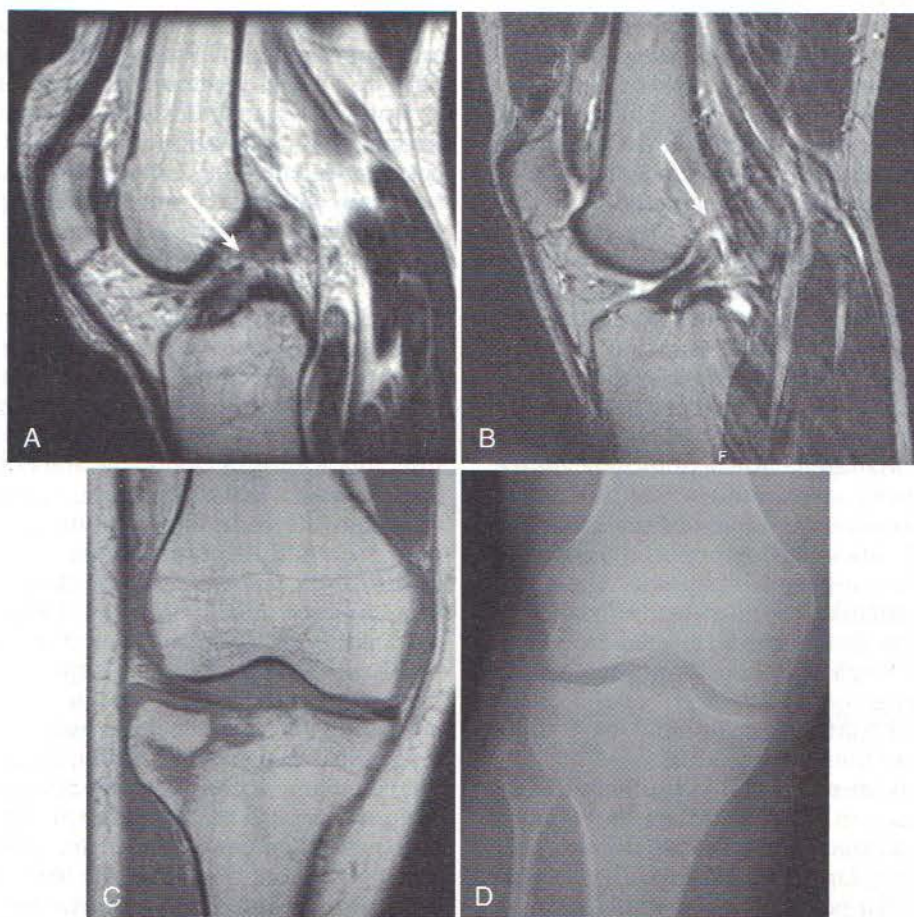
Exemple de rupturi ale ligamentului încrucișat anterior (LIA) și de leziuni asociate. A, IRM sagitală ponderată T1 indicând o ruptură de mediosubstanță a LIA (săgeată). B, IRM sagitală ponderată T1 indicând o ruptură de LIA de la partea proximală a atașării la femur (săgeată). C, IRM coronală ponderată T1 indicând o fractură de platou tibial fără deplasare, care era asociată cu o leziune de LIA. D, Fractura nu a fost vizibilă pe radiografiile inițiale, care erau normale.
